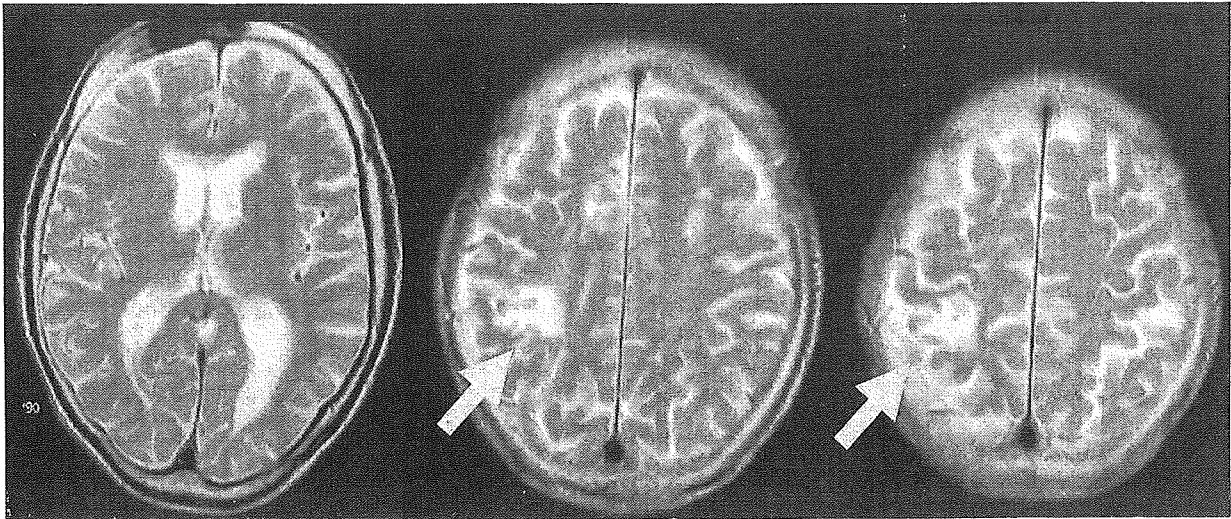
症例12：81歳，女性のMRI T2強調画像
